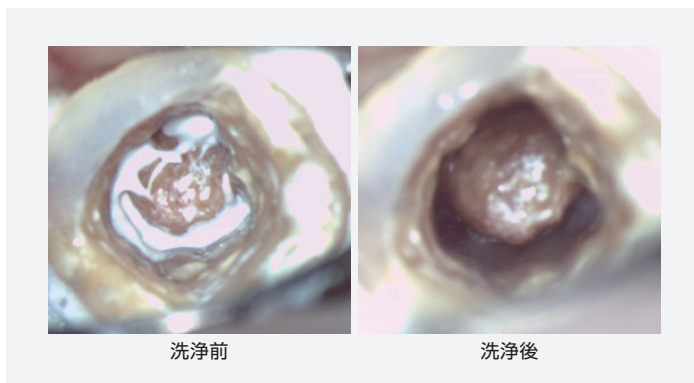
複雑な根管形態でも10秒程度の超音波スケーラーを用いた洗浄で、細部までカルフィー・ペーストが除去できる。
